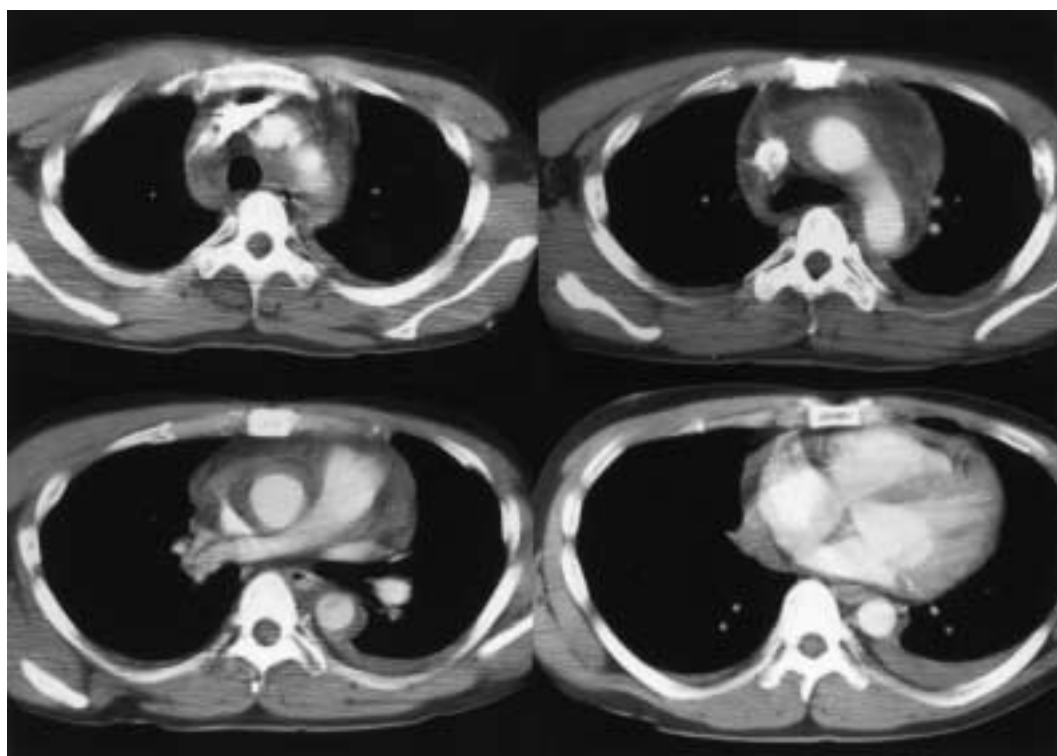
Enhanced CT demonstrating a left-sided pleural effusion, a pericardial effusion, and anterior mediastinal hematoma surrounding the aorta.
